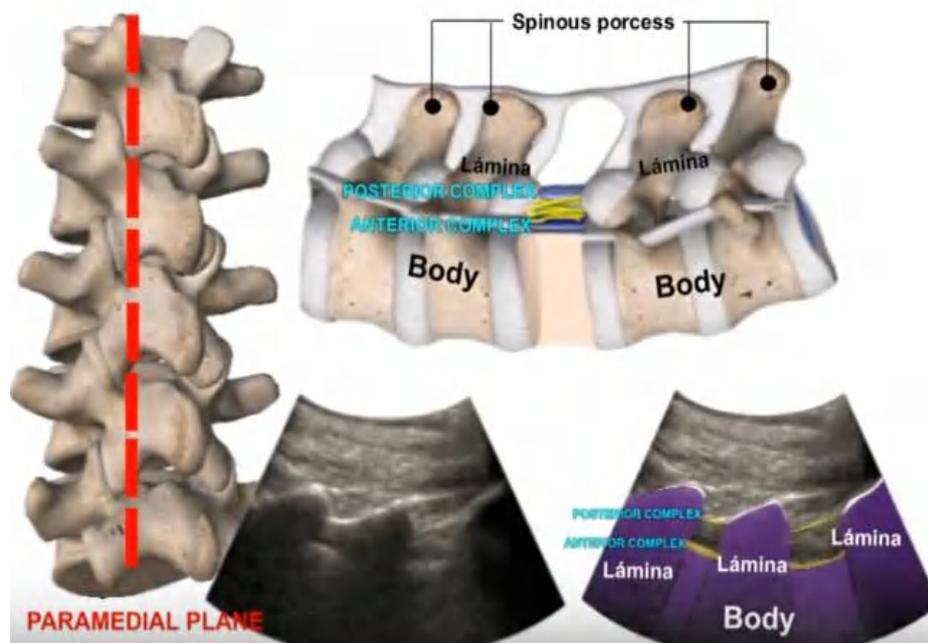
Gambaran USG kanalis spinalis lumbal (1) Posterior kompleks dan (2) anterior kompleks
